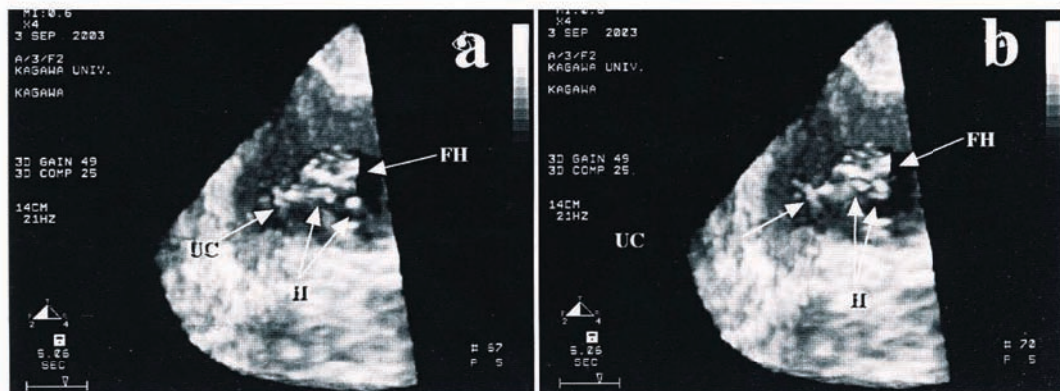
4次元超音波による妊娠13週胎児の胎動の観察
